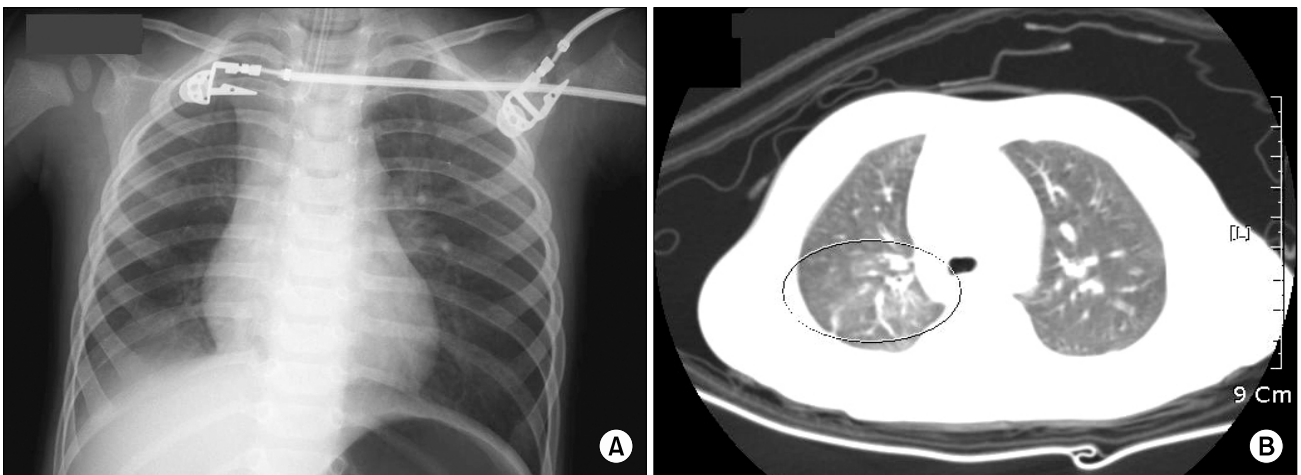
(A) Postoperative simple chest film shows his intubated state and the overinflation of both lungs. There was no active lung lesion. (B) Postoperative chest computed tomography scan with the enhancement shows the ground glass attenuation attributed to hemorrhage in posterior segment of right upper lung. There was no discernible bronchial or vascular abnormality.
